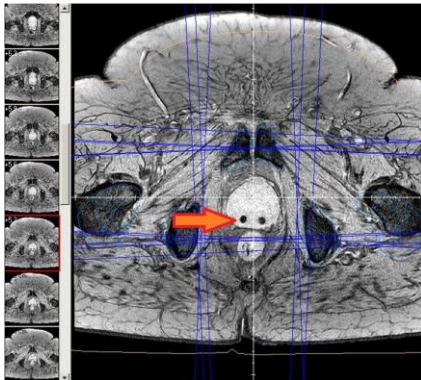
Goldmarker MRI Prostata
